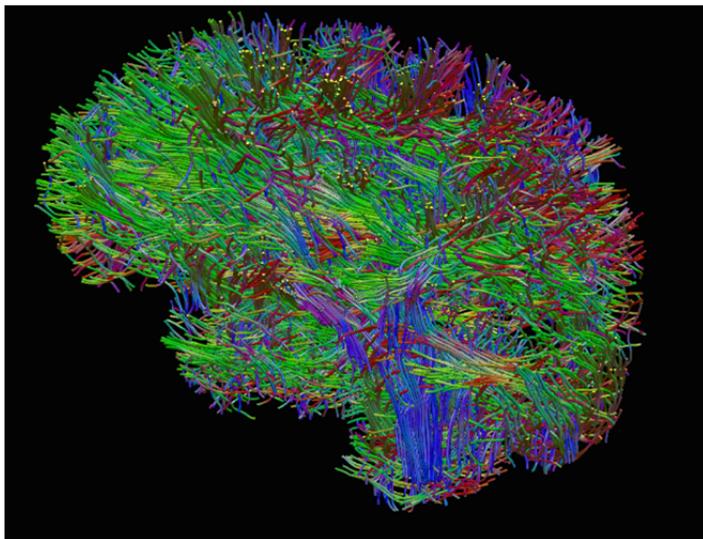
Изображение нервных волокон (проводящих путей) мозга, полученное на основе ДТТ-трактографии. Разные проводящие пути (тракты) представлены в виде цветных волокон, цвет которых обозначает направление диффузии молекул воды
